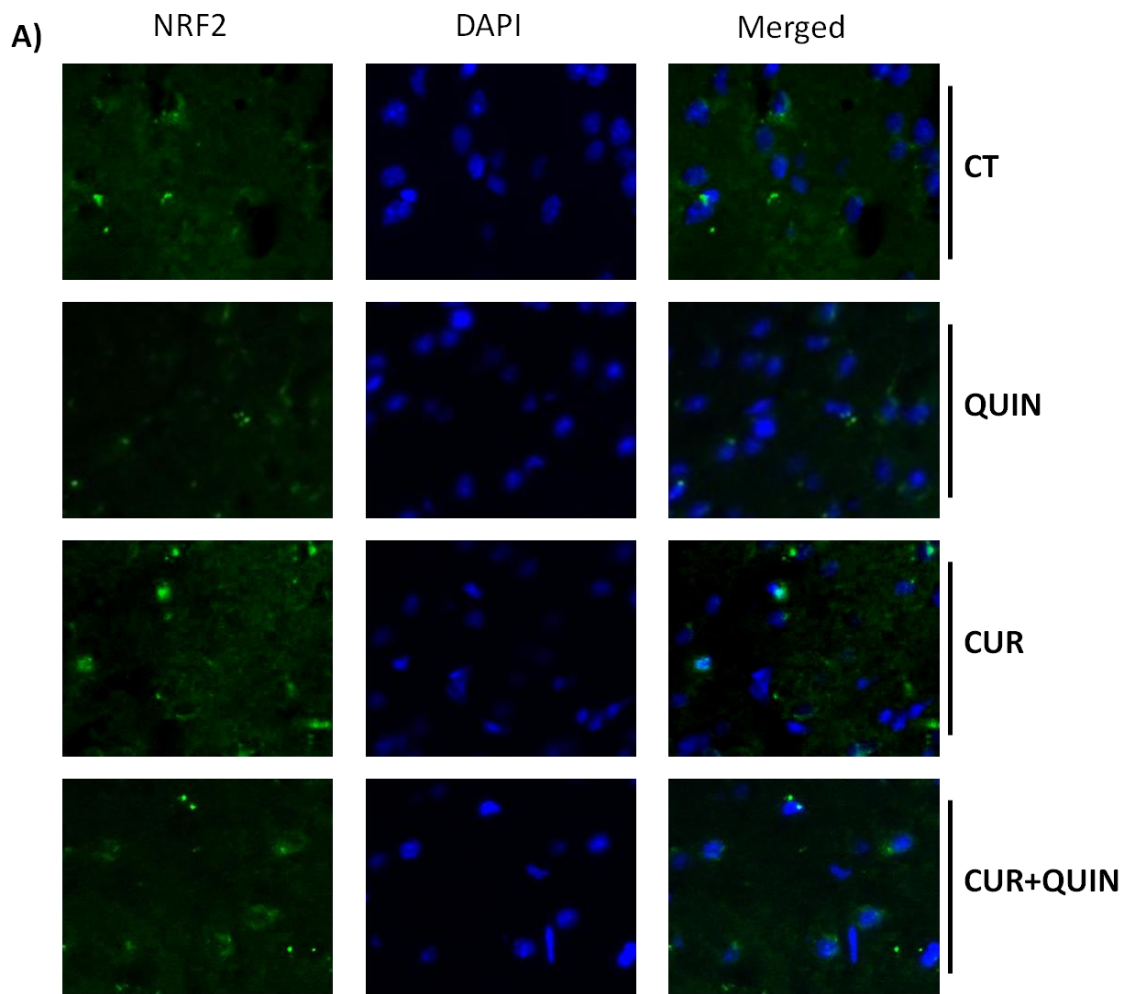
Efecto de la CUR sobre la inducción del factor de transcripción Nrf2 30 min post-lesión con QUIN. A) Se presentan fotomicrografías representativas de cada grupo, en verde se presenta a las células positivas a Nrf2 y en azul la tinción de núcleos (DAPI); la columna de la derecha es la co-localización de la observación con Nrf2 y con DAPI. CT: control, QUIN: ácido quinolínico; CUR: curcumina y CUR+QUIN: curcumina y ácido quinolínico.
